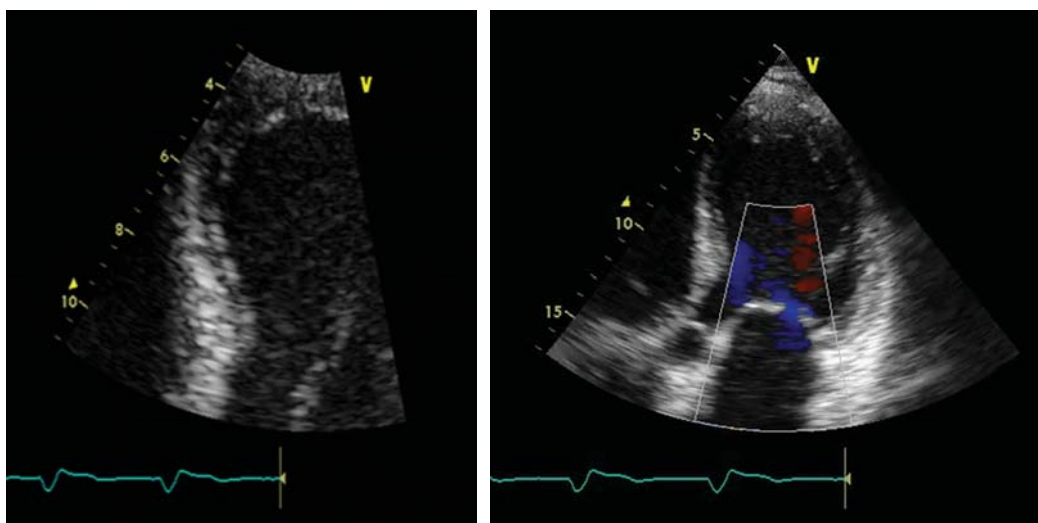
Эхокардиография: утолщение стенок ЛЖ, створок митрального клапана, митральная регургитация 2-3 ст., специфическая инфильтрация миокарда и эндокарда
